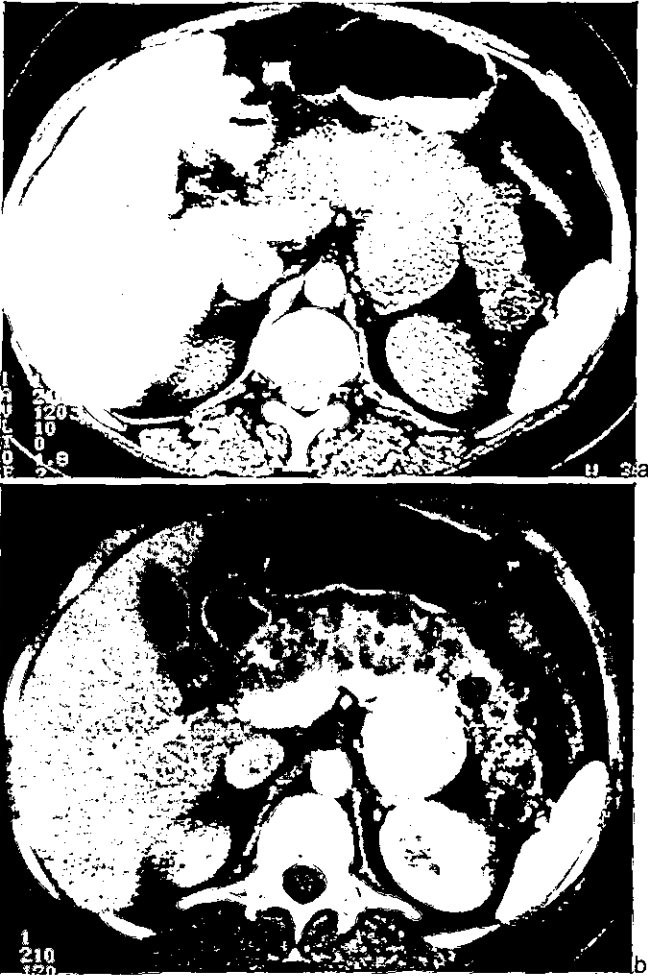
a) Tomografía computada de abdomen superior en fase simple y b) fase contrastada demostrando la presencia de nódulo sólido con reforzamiento intenso dependiente de glándula suprarrenal izquierda, compatible con feocromocitoma. Se observa también quistes pancreáticos múltiples de aspecto simple, visibles en todos los segmentos de dicha glándula.
